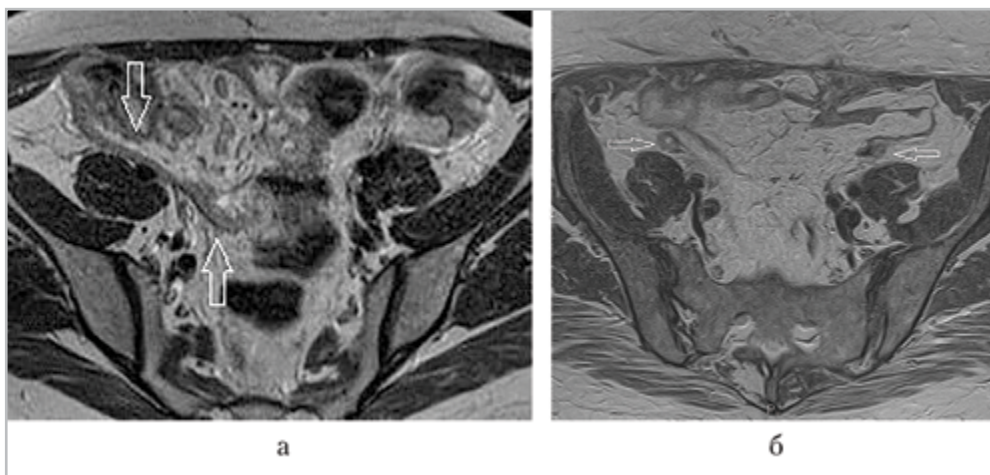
МР-томограммы малого таза. На Т2-ВИ определяется рецидив рака яичников с поражением брюшины малого таза: равномерное утолщение брюшины малого таза справа (а), отдельно лежащие узловые образования по ходу брюшины с обеих сторон (б)
